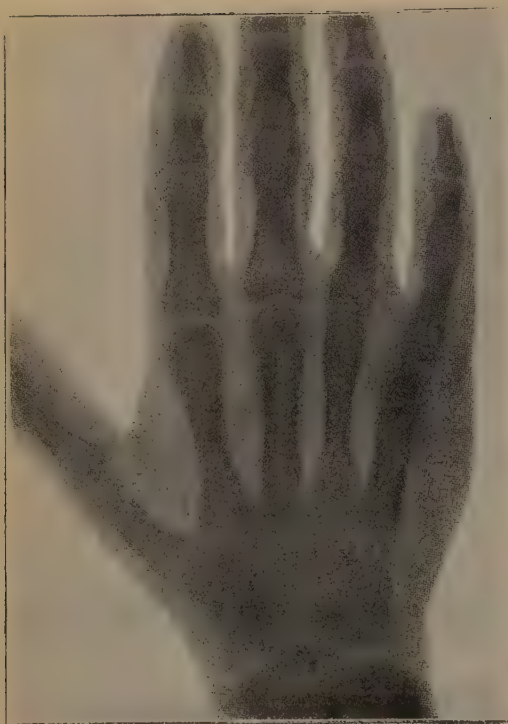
Radiographies du greffon faites à intervalles d'un mois.
